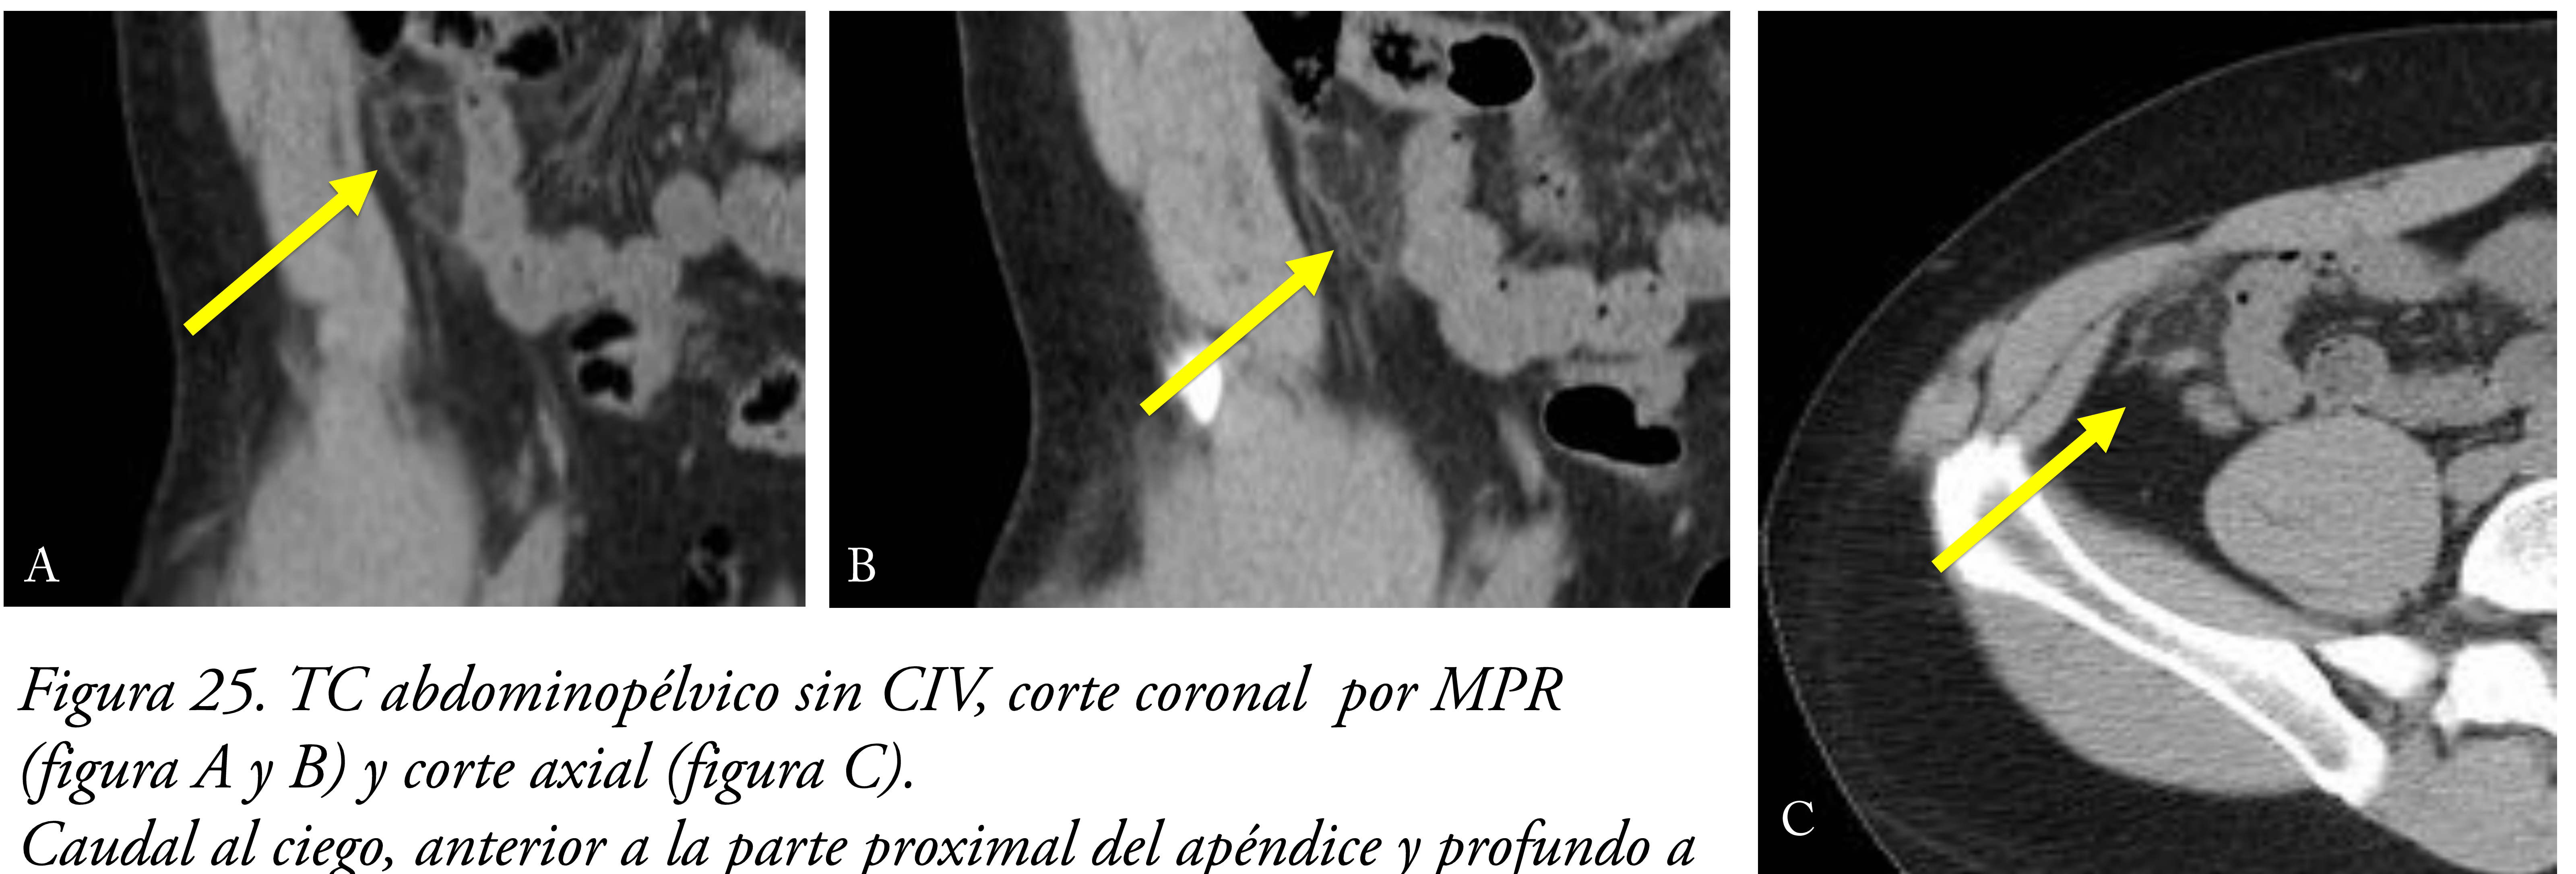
TC abdominopélvico sin CIV, corte coronal por MPR (figura A y B) y corte axial (figura C).
